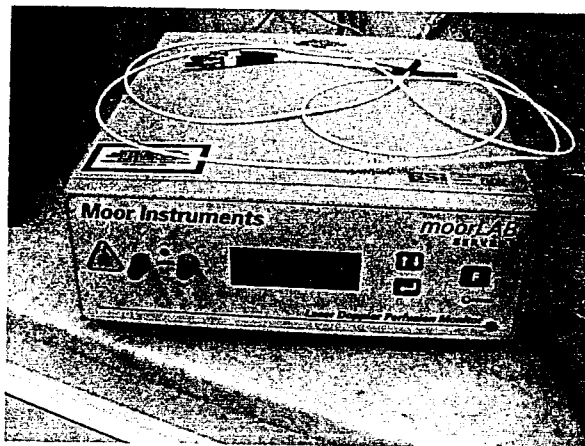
Fluxômetro laser Doppler e sonda.
